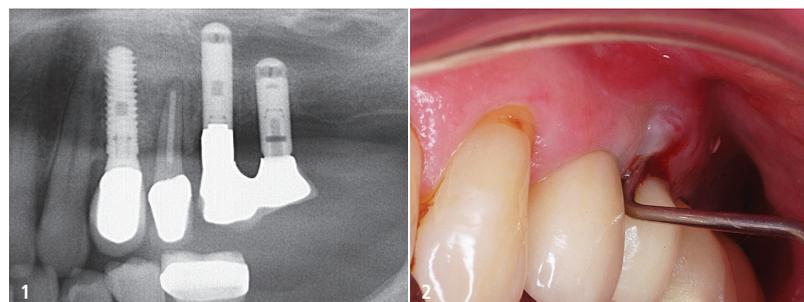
Röntgenbefund zeigt deutliche Verbreiterung des Parodontalspalts am linken Oberkieferprämolaren. – Abb. 2: Bukkaler Abszess bis zum Apex mit Mobilität der Klasse II.
